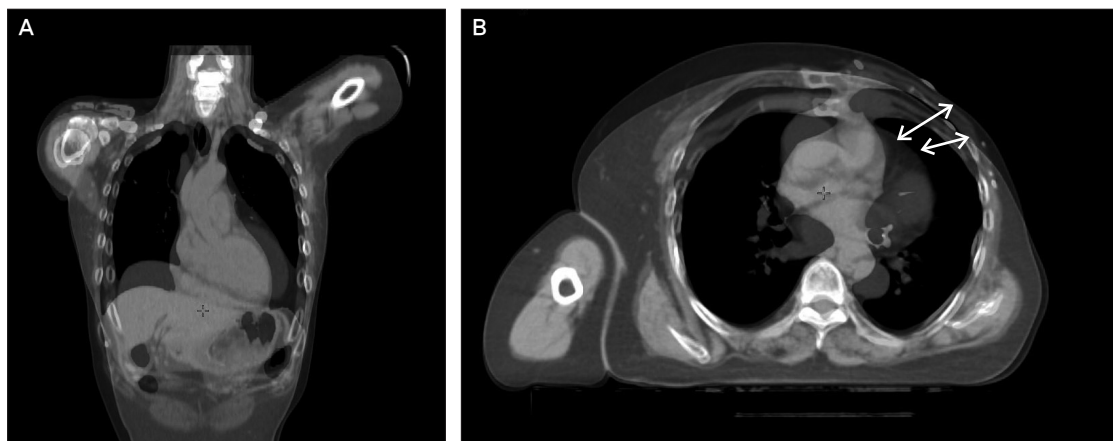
A: Coronal CT image, B: Transverse CT image
